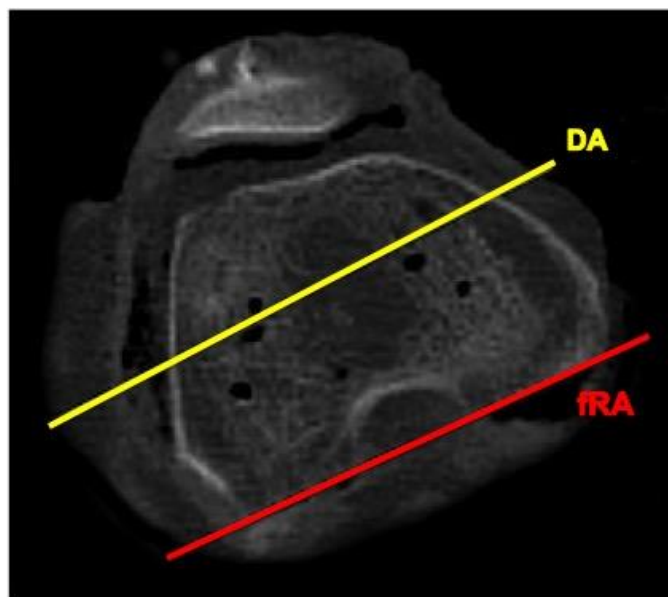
Postoperatives axiales CT Knie rechts. DA = Drahtachse und fRA = funktionelle Rotationsachse
